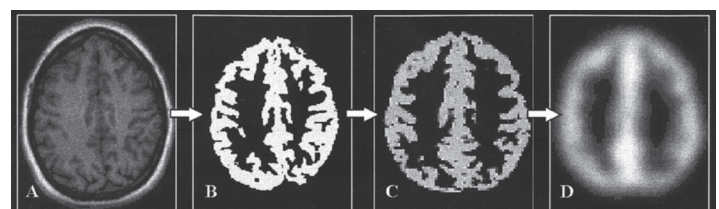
Transformation réalisée lors de l'IRM morphométrique à voxels (A : image originale à D : image lissée)
